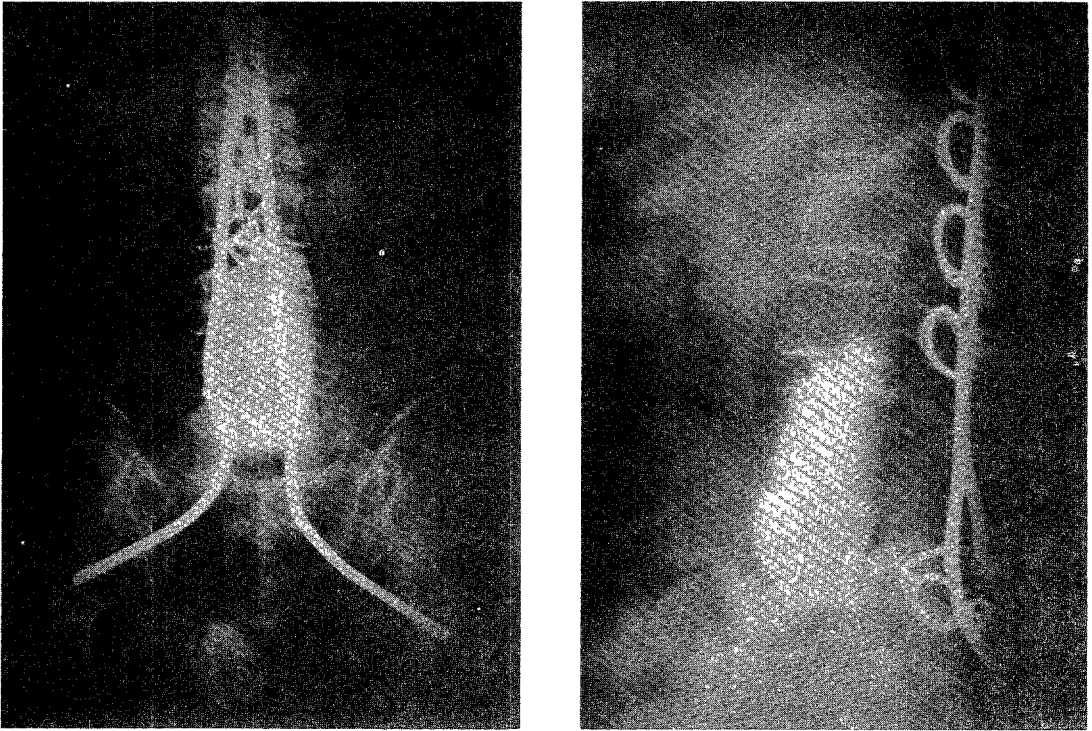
Roentgenograms after operation.
